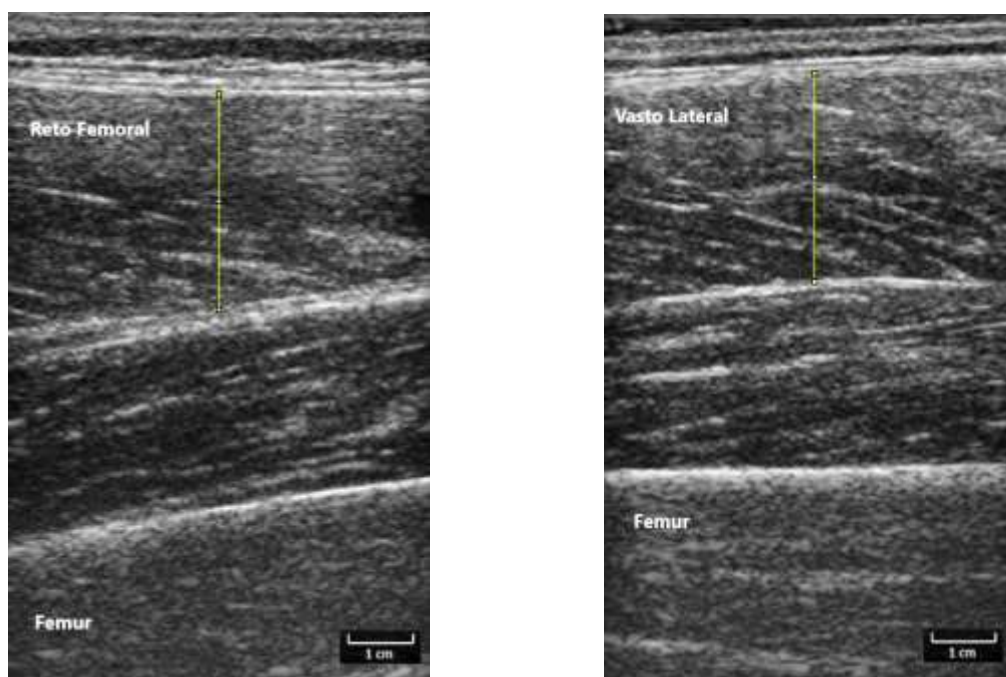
Exemplo de imagem de ultrassonografia modo B utilizada para mensuração da espessura muscular do reto femoral (esquerda) e vasto lateral (direita). Foram demarcados o tecido adiposo subcutâneo e a interface inter-muscular dos segmentos com a calibração de 1cm.
